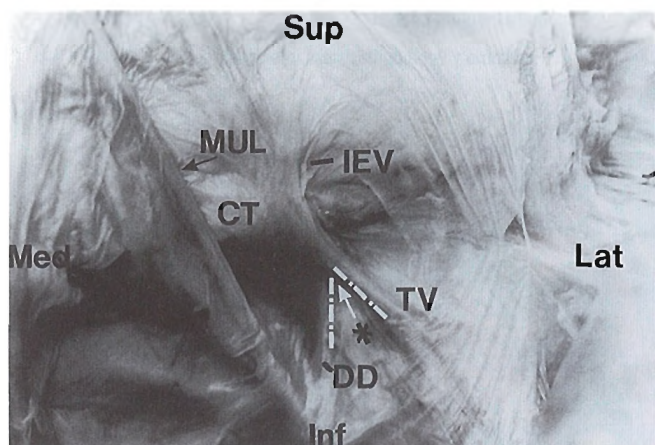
Vista intraabdominal del anillo inguinal profundo derecho y estructuras asociadas en un varón delgado. CT, tejido del área conjunta; DD, conducto deferente (posición señalada por la flecha blanca discontinua); IEV, tejido que recubre los vasos epigástricos inferiores; MUL, ligamento umbilical medial (arteria umbilical obliterada); *, ángulo maldito entre el conducto deferente y los vasos testiculares; Flecha blanca, vértice del triángulo; Sup, superior; Inf, inferior; Med, medial; Lat, lateral. [om]
